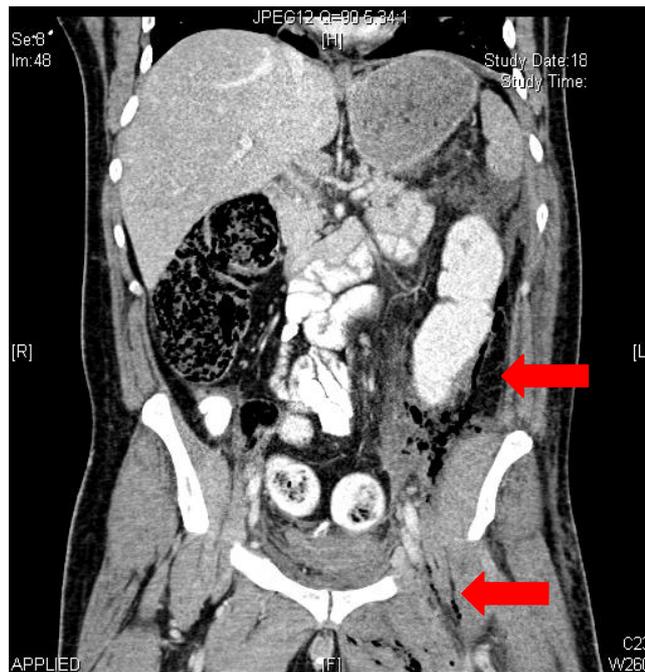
Computertomografische Angiografie, Koronarschnitt: Ausgedehnte Luft- und Flüssigkeitsstraßen nach links retroperitoneal hochreichend mit Abszedierungen im Musculus iliopsoas
